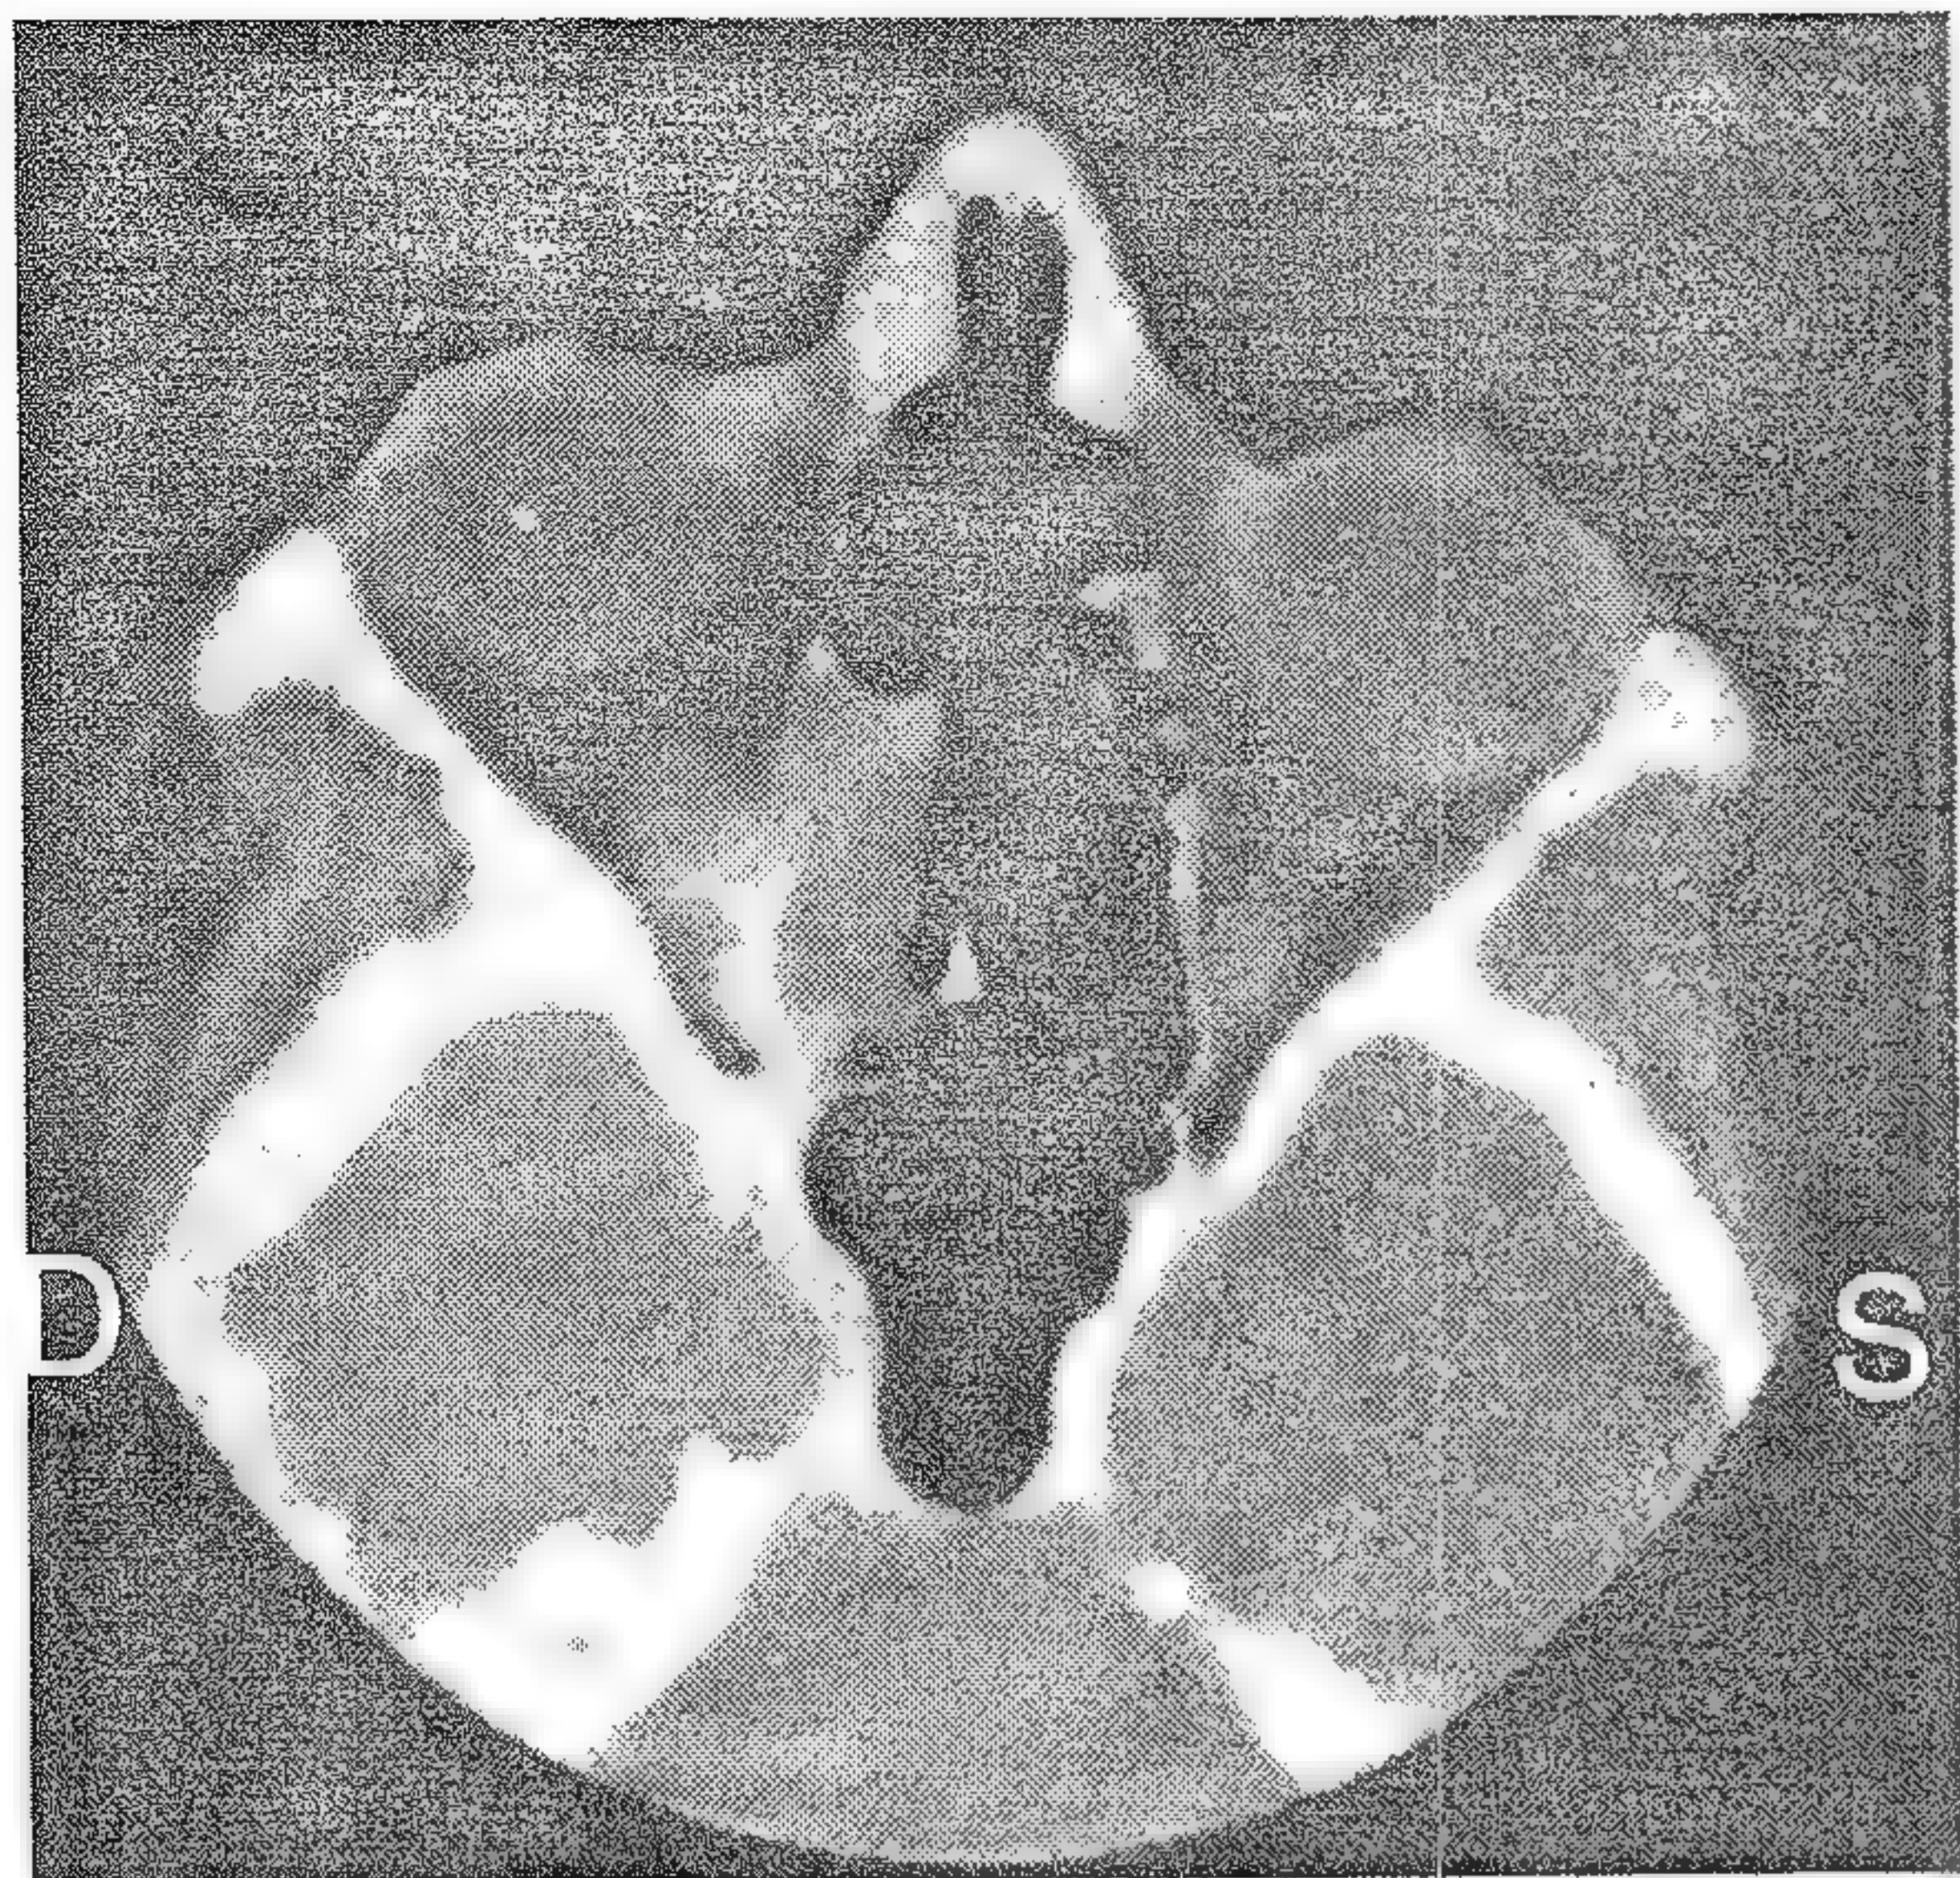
Imagine CT pe care se vede o masă de țesut în partea stângă a nazofaringelui care obliterează trecerea aerului. Pacientul s-a prezentat cu o paralizie de nerv VI. Biopsia a confirmat că tumoarea nazofaringiană este un limfom non-Hodgkinian
